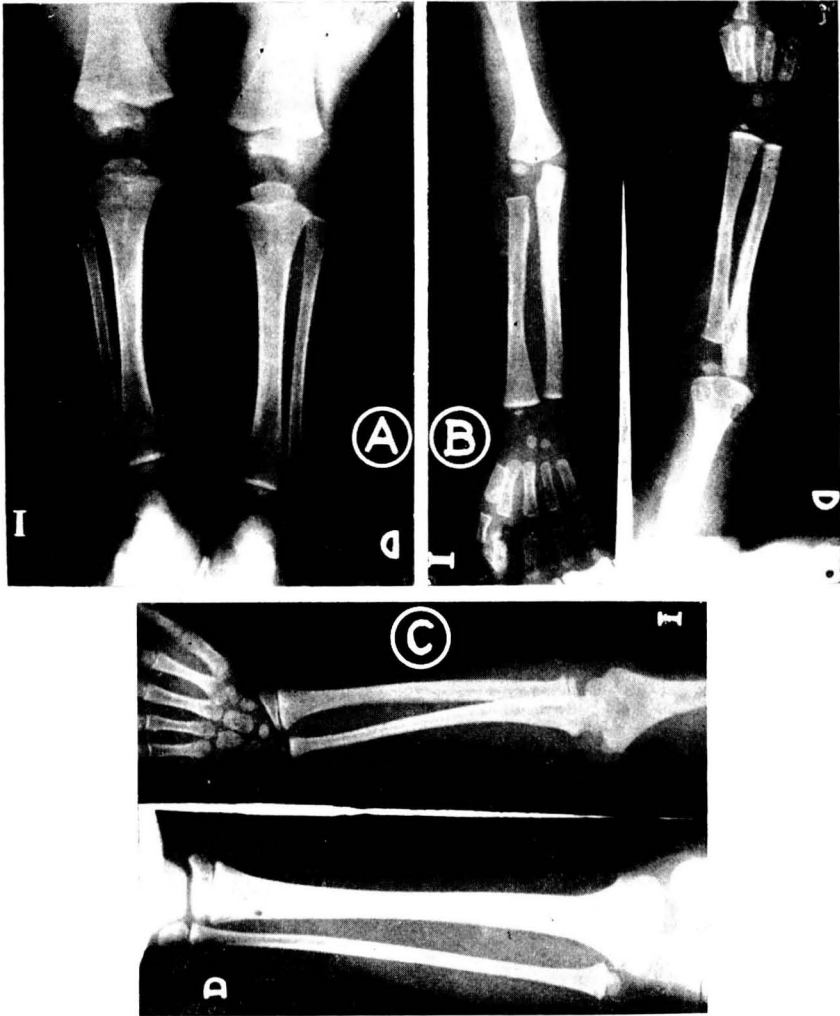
A. Radiografía de las extremidades inferiores. Huesos toscos y bastos; contorno irisado, granuloso, muy patente en las epifisis distal del fémur y proximal de la tibia, como expresión de una osificación discontinua e irregular. Desproporción entre el tamaño de los núcleos y la anchura de la metafisis. Aparición retardada de los núcleos y menor tamaño de estos. — B. Radiografía de las extremidades superiores; parecidas características a las señaladas en las inferiores. Falta el núcleo piramidal, que debería existir; los que ya se observan están disminuidos de tamaño. — C. Estado de osificación de extremidades superiores e inferiores a los 22 meses de la intervención.
